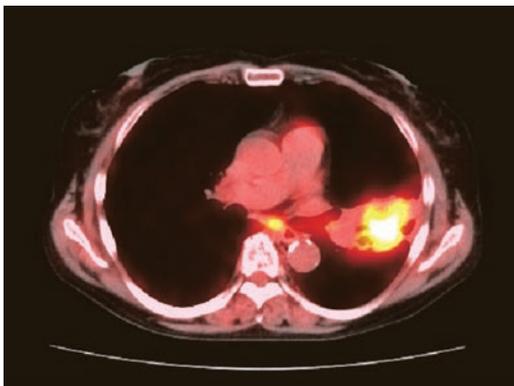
浸潤影に一致してSUV max 6.1の集積を認めた。
